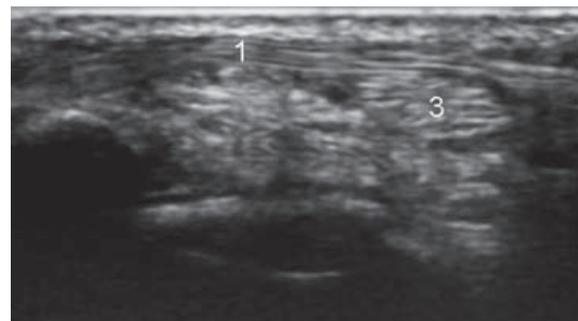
Aspect échographique normal en coupe longitudinale oblique du tendon long extenseur du pouce (1) croisant superficiellement les tendons court et long extenseurs radiaux du carpe (3).
